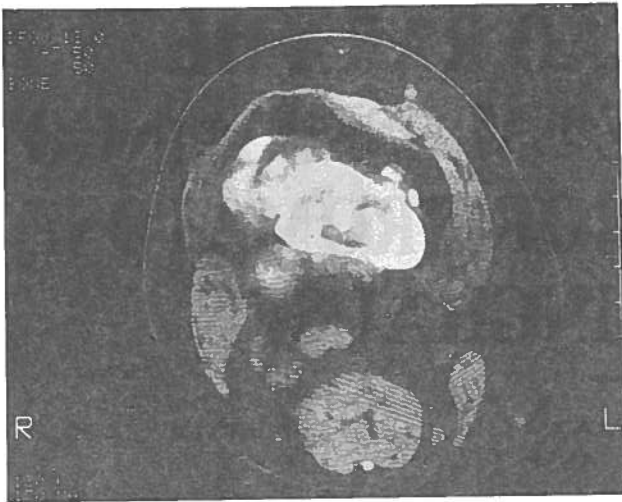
Tomografia axial computadorizada do fémur direito - Grande lesão óssea lítica e blástica com reacção periosteal, calcificações perilesionais e empurramento dos tecidos moles circundantes.
